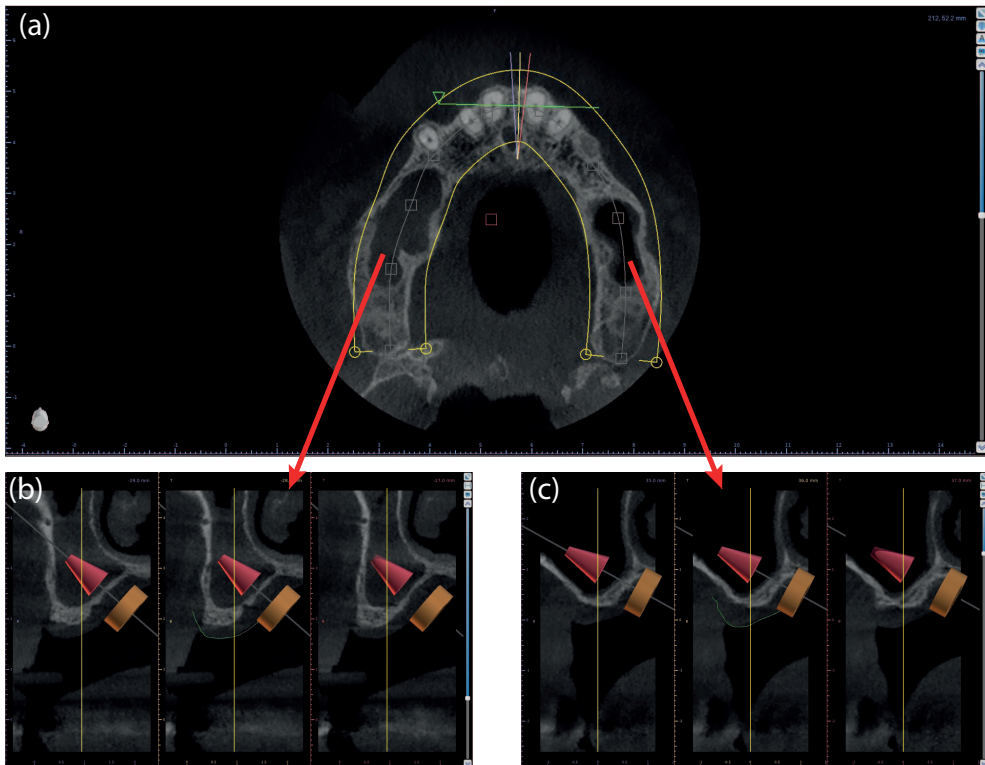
(a) Reconstrucción 3D de la CBCT donde se señalizan las zonas afectadas con pérdida de hueso. (b) Imagen frontal de la CBCT volumetrica señalizando la zona de interés. (c) Sección transversal de una imagen frontal de la CBCT, donde se indica la zona con mucosa, la zona con aire y se aprecia la pérdida de hueso.
